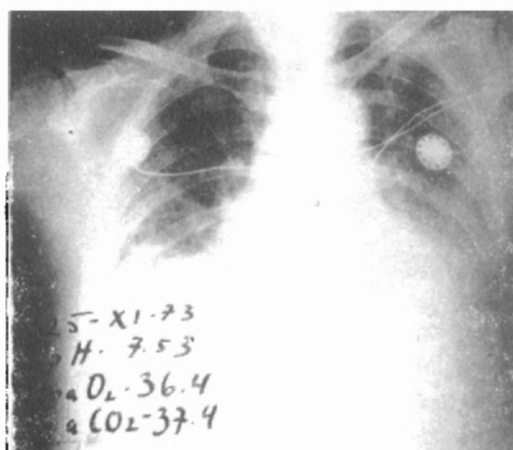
Teleradiografía de tórax tomada 15 días después, se aprecian los electrodos del monitor para E.C.G., ensanchamiento del mediastino y opacidad difusa por edema pulmonar intersticial.
